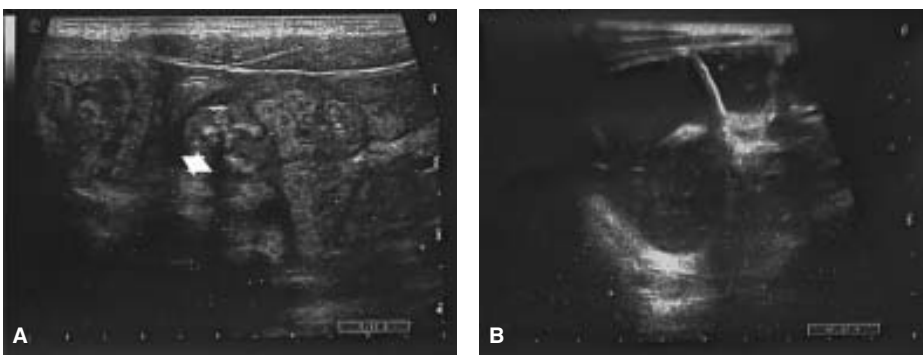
Данные УЗИ ОБП при переводе мальчика П., 7 лет, из инфекционного стационара в связи с ухудшением состояния: А – отмечается утолщение стенок тонкой кишки (отмечены белой стрелкой), сужение просвета; В – расширение петель тонкой кишки выше зон утолщения стенки.
